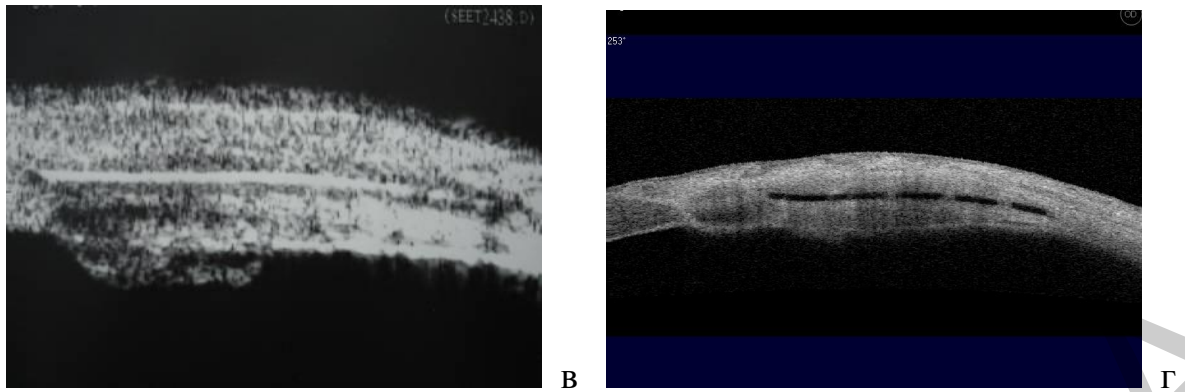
Сетчатый дренаж Репегель: а-б – в ходе имплантации в интрасклеральный карман у пациента с аниридией; в-г – на оптических когерентных томограммах в интрасклеральном пространстве
